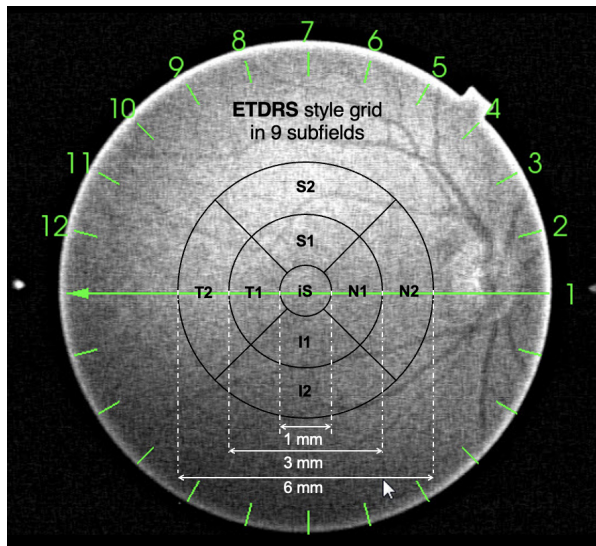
Ilustración del polo posterior con el protocolo de escaneo utilizado. El dispositivo reporta automáticamente la CT en el área subfoveal (IS, 1 mm), anillo interno (3 mm) y externo (6 mm) de cuatro zonas parafoveales (nasal, temporal, superior e inferior) que conforman los 9 subcampos de la cuadrícula ETDRS.
